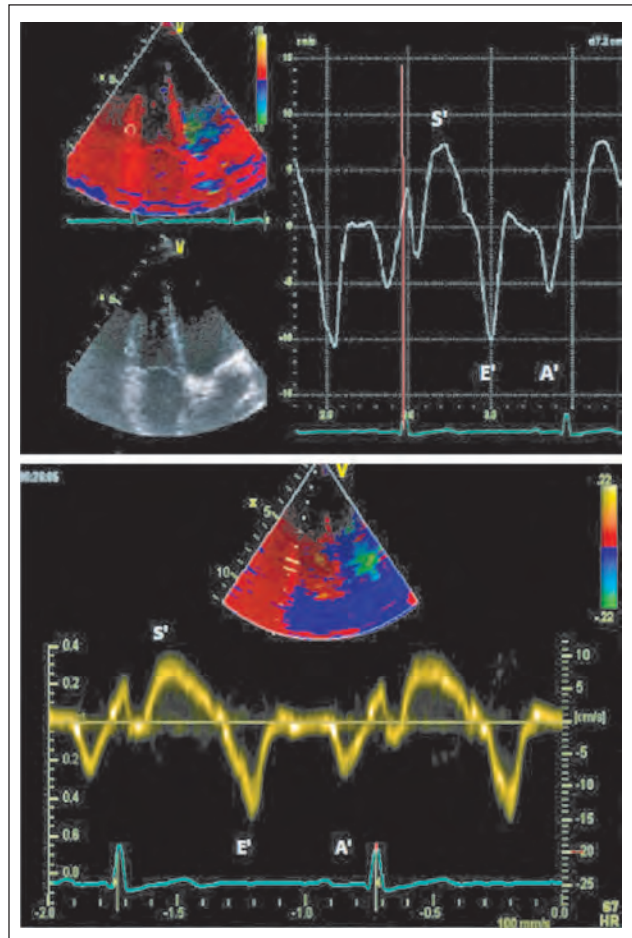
Tissue-Doppler des Trikuspidalklappenannulus eines Patienten mit normaler rechtsventrikulärer Funktion.
